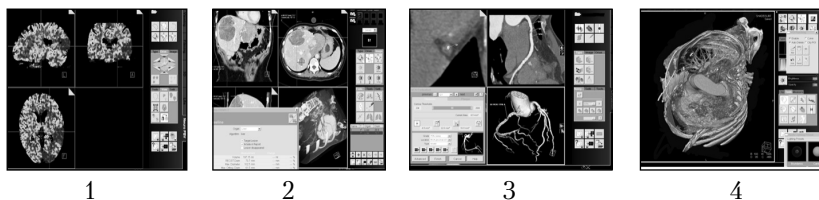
Пакеты прикладных программ для компьютерного томографа фирмы Сименс: 1 – нейропакет, 2 - онкологический пакет, 3 сердечно-сосудистый пакет, 4 – пакет неотложных состояний
